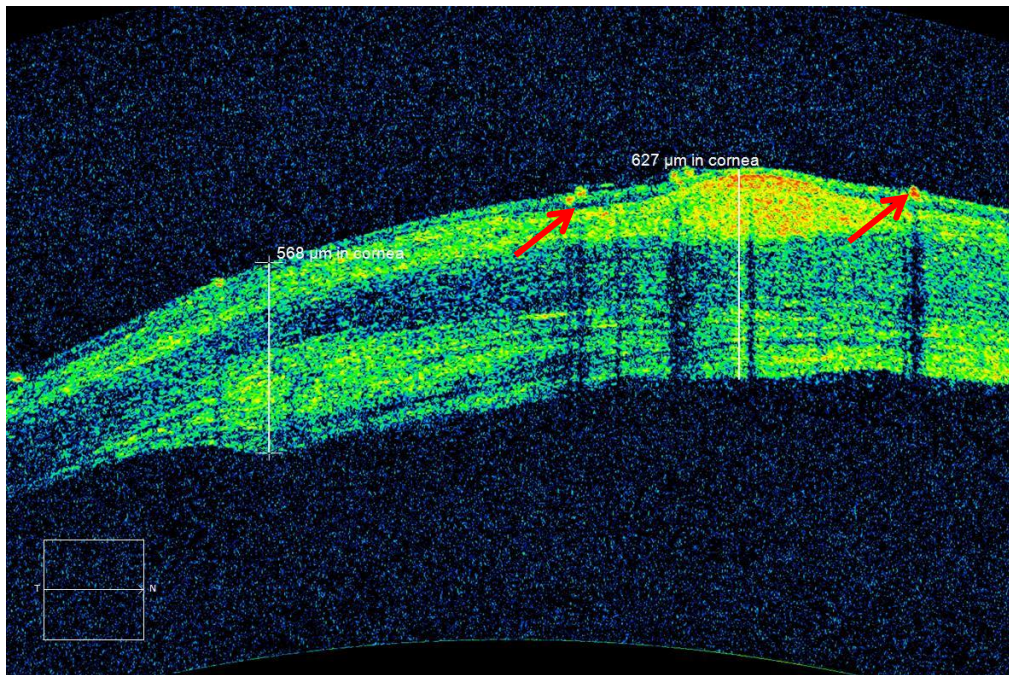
ОКТ-томограмма роговицы с формированием булл (указаны стрелками) на поверхности роговой оболочки у экспериментального животного через 2 недели после развития индуцированной буллёзной кератопатии
